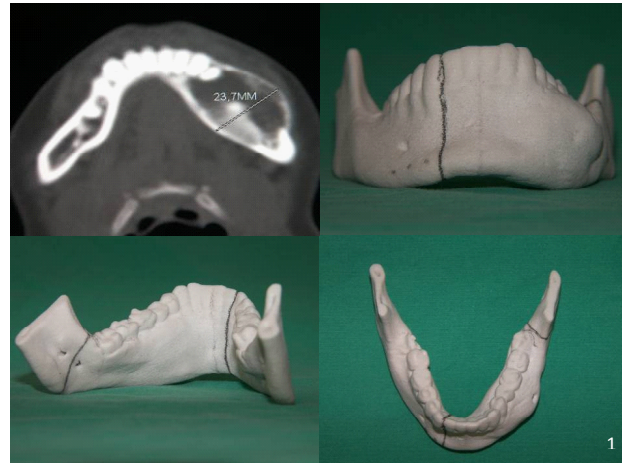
Tomografia apresentando lesão radiolúcida em corpo mandibular esquerdo, diagnóstico histopatológico de mixoma odontogênico. Demarcação dos limites cirúrgicos de osteotomia em prototipagem mandibular.
